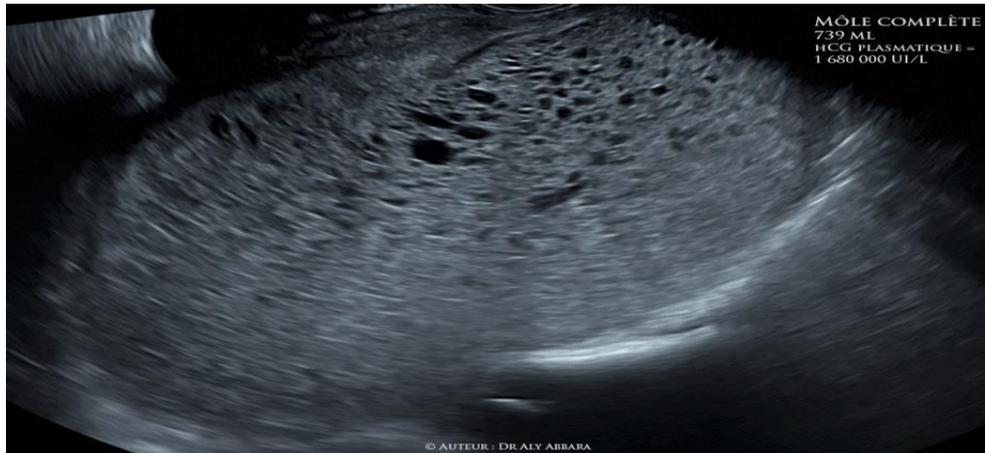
Image échographique montrant une structure tissulaire hétérogène ; plutôt vésiculaire (Grossesse molaire complète de 739ml) (source : Aly Abbara.com).
